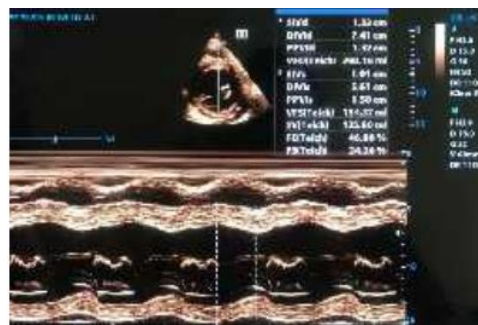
Ecocardiograma transtorácico modo M: compromiso leve de la función sistólica del ventrículo izquierdo.
